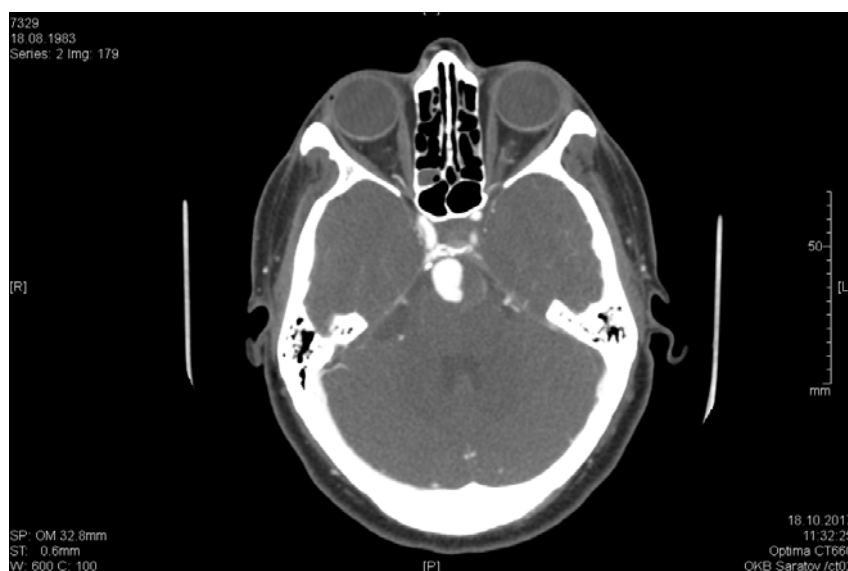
Пациент Д., 64 лет: КТ-ангиография головного мозга; смешанная (мешотчато-веретенообразная) аневризма в месте бифуркации базилярной артерии
